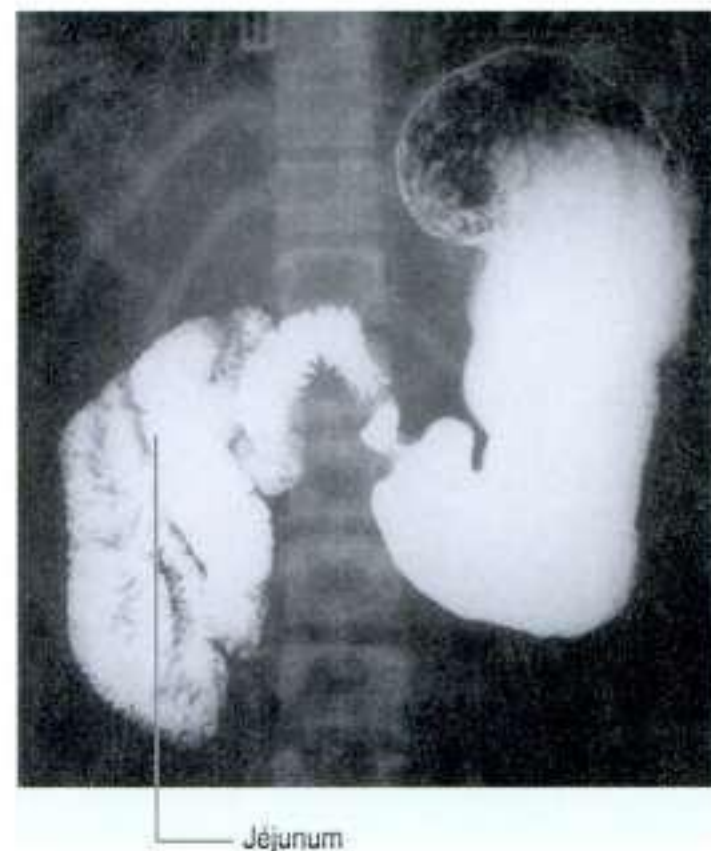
Malrotation de l'intestin grêle. Radiographie au baryum de l'estomac, du duodénum et du jéjunum.
